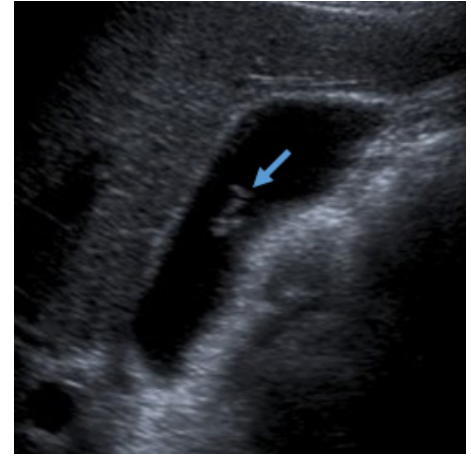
Gallbladder ultrasound – A tubular and serpentine hyperechogenic structure is seen inside the gallbladder lumen - a parasite (arrow).
